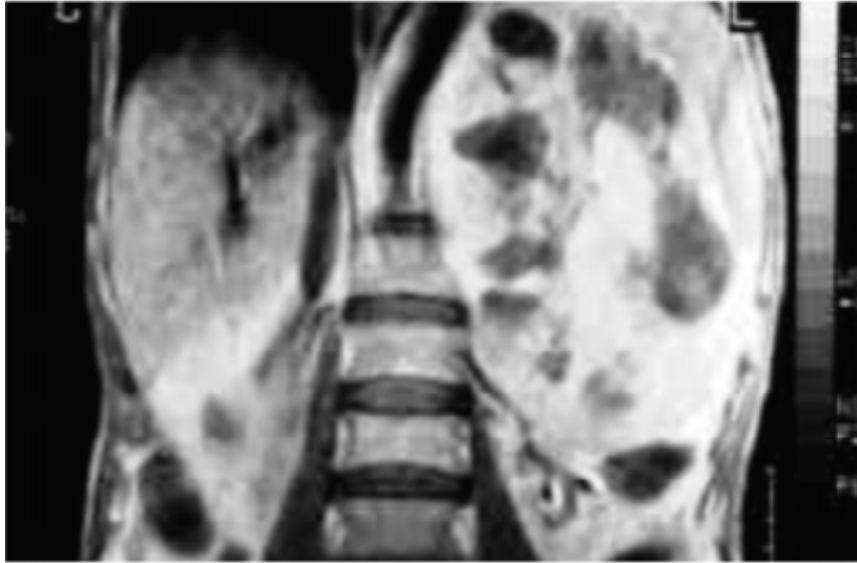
IRM abdominopelvienne (coupe coronale en séquence T1 après injection de Gadolinium) : la tumeur est au contact de l'aorte sans bourgeon endoluminal, le rein gauche étant refoulé en bas sans liseré de séparation avec la tumeur. [145]
